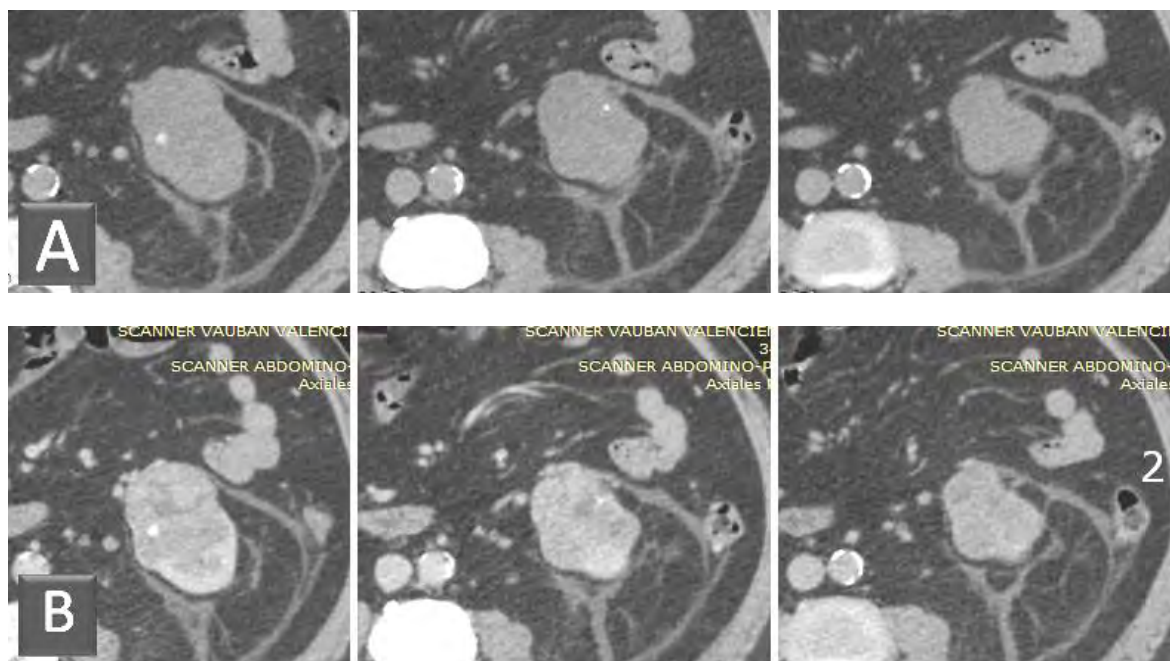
Coupes axiales en TDM sans (A) et après (B) injection de PDC.
